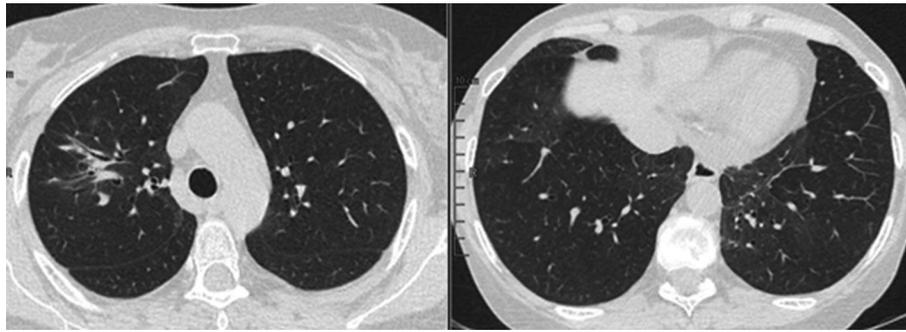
Tomografía de tórax 08/03/2022
